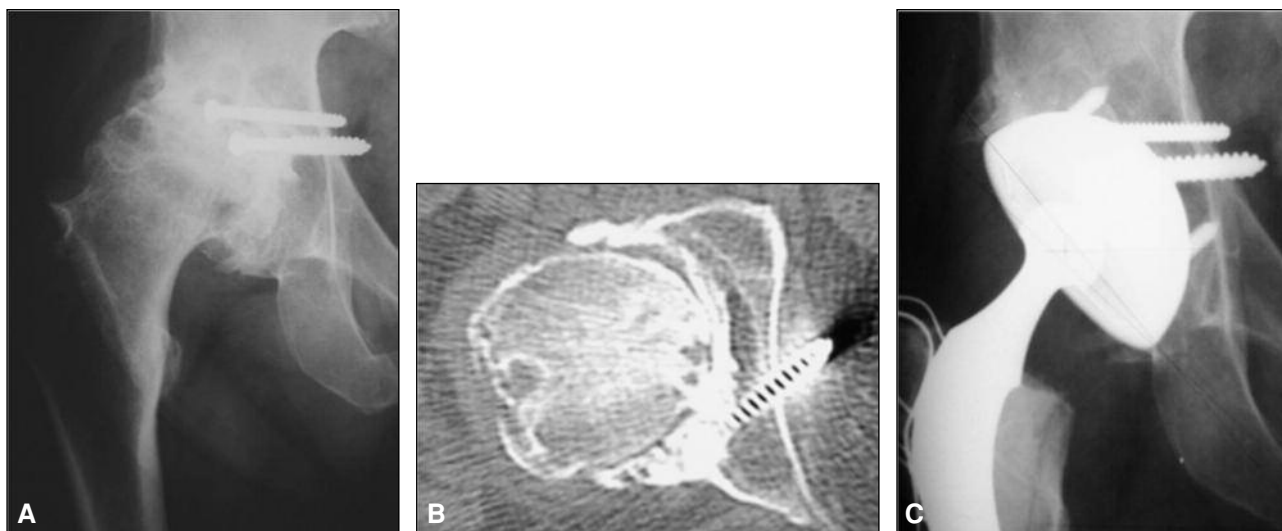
A y B. Se observa material de osteosíntesis después del tratamiento de una fractura acetabular. La tomografía computarizada permite determinar si este se encuentra intraarticular. C. En este caso la presencia de los tornillos es extraarticular, por lo que no fue necesario su retiro al realizar la artroplastia.
